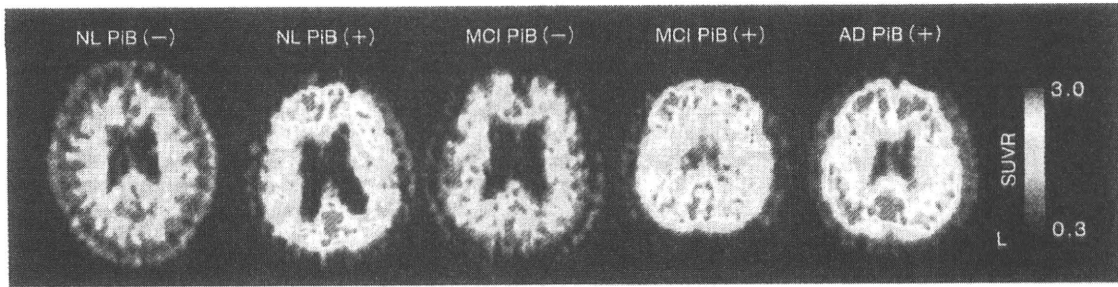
健常高齢者(NL)、軽度認知障害(MCI)とアルツハイマー病患者(AD)における¹¹C-PiB PET画像
